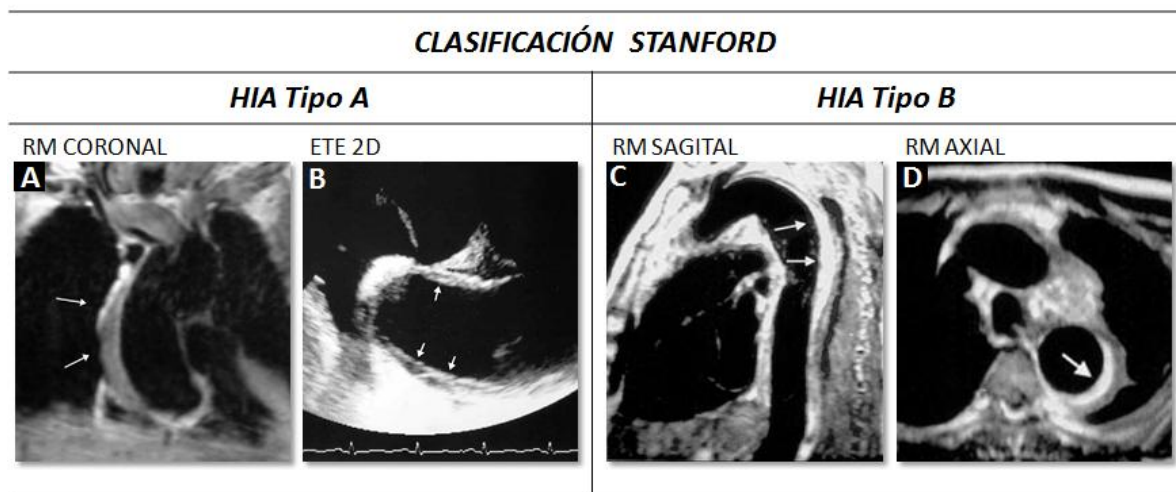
Clasificación de Stanford de los HIA en imágenes de TC con contraste. Tipo A: el HIA se localiza total o parcialmente en aorta ascendente pudiendo extenderse distal al cayado y aorta torácica descendente. (A) Imagen coronal de RM mostrando un HIA en aorta torácica ascendente (flechas). (B) Plano de ETE en el que se identifica un HIA en la pared de la aorta ascendente (flechas). Tipo B: el HIA no afecta la aorta ascendente, centrándose en su porción descendente. (C) Corte sagital de RM mostrando un HIA extendiéndose distalmente a la arteria subclavia izquierda (flechas). (D) Imagen axial de RM que evidencia la forma en semiluna del HIA afectando la aorta torácica descendente (flecha). Fuentes: Evangelista y col. Eur Heart J. 2004 Jan;25(1):81-7 (referencia 25); Evangelista y col. Circulation. 2003 Aug 5;108(5):583-9 (referencia 10).
